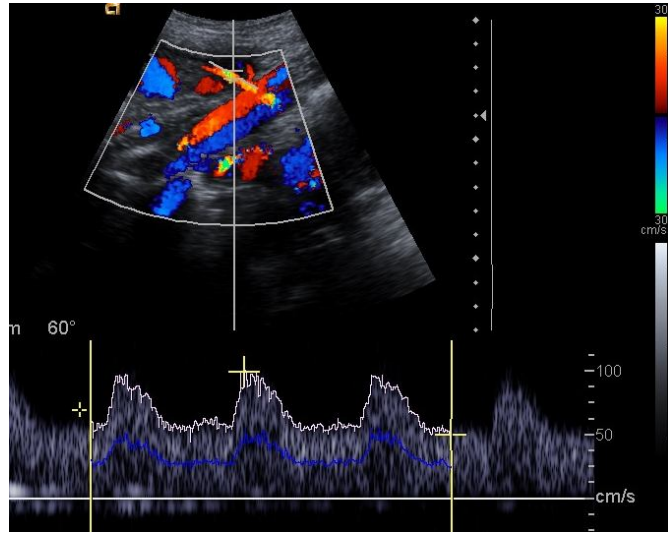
Umbilikal venden yapılan Doppler ölçümü
